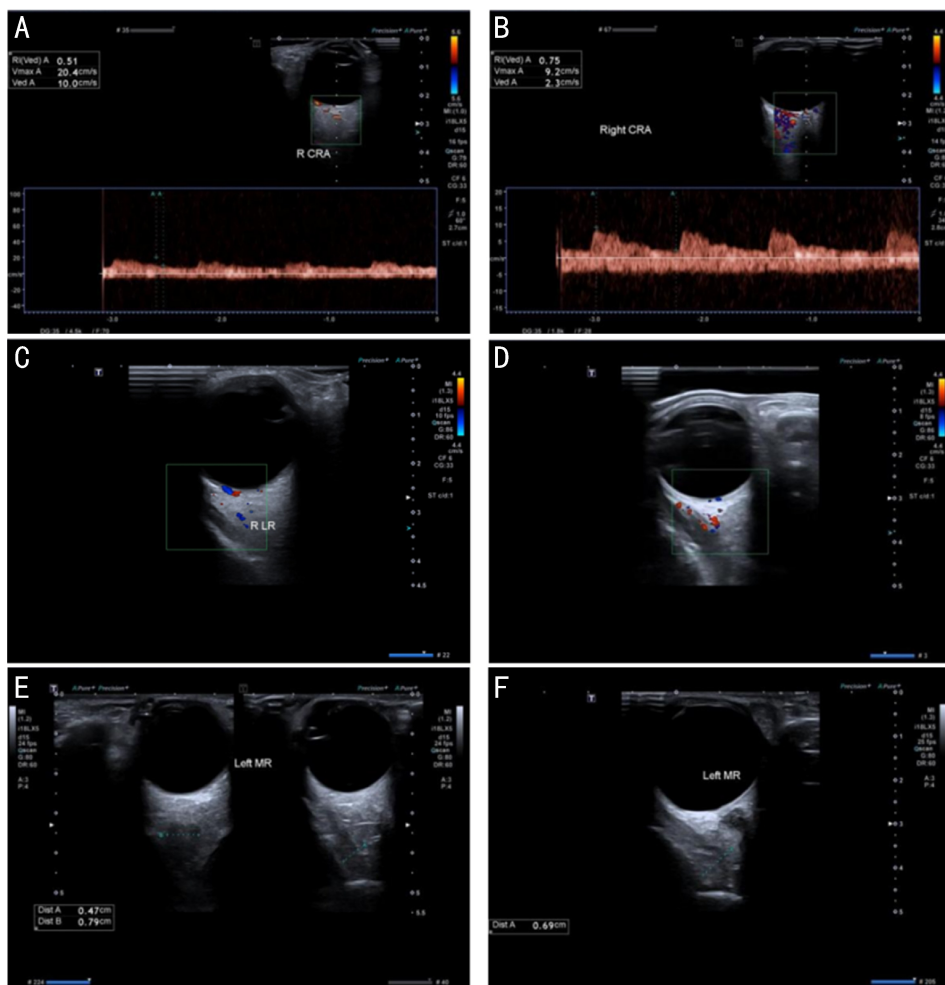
两组参与者超声检测结果典型图像 A:正常对照组右眼视网膜中央动脉血流频谱;B:TAO组右眼视网膜中央动脉血流频谱;C:正常对照组右眼外直肌CDFI血流信号图;D:TAO组右眼外直肌CDFI血流信号增多;E:正常对照组左眼内直肌厚度及左右径;F:TAO组左眼内直肌厚度增厚。
